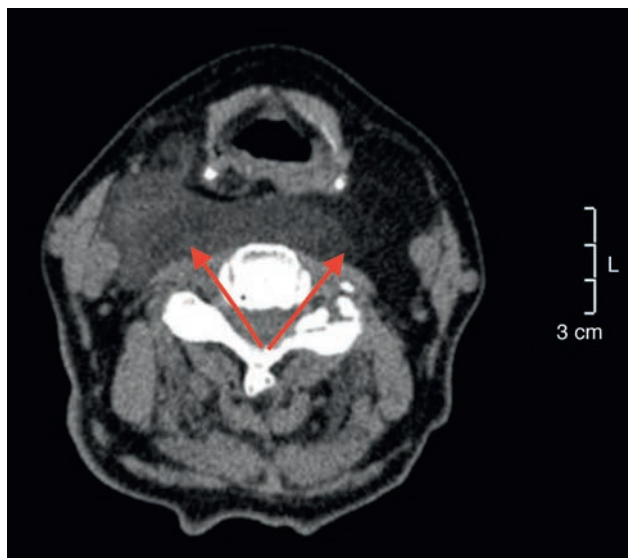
Tomografía computarizada donde se observa la lesión (flechas) en el espacio retrofaríngeo y extensión a ambos espacios parafaríngeos. Se observan los 2 componentes del tumor: el fibroso y el de tejido graso.
